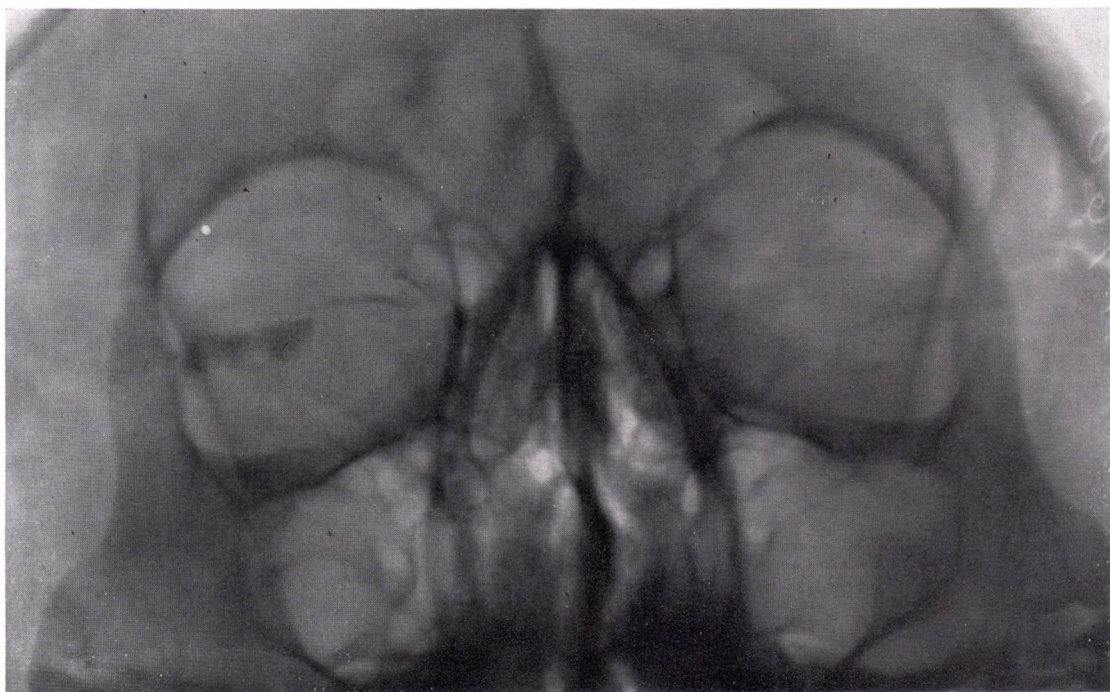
Röntgenaufnahme 6 Tage nach linksseitiger Dakryozystorhinostomie. Entzündungsfreie Wundheilung. Entscheidener Weichteilschatten im Operationsbereich. An der lateralen knöchernen Nasenwand ist die Stelle des Knochenfensters zu vermuten. Rechts Zustand nach Exstirpatio sacci lacrimalis, narbiges Lumen
